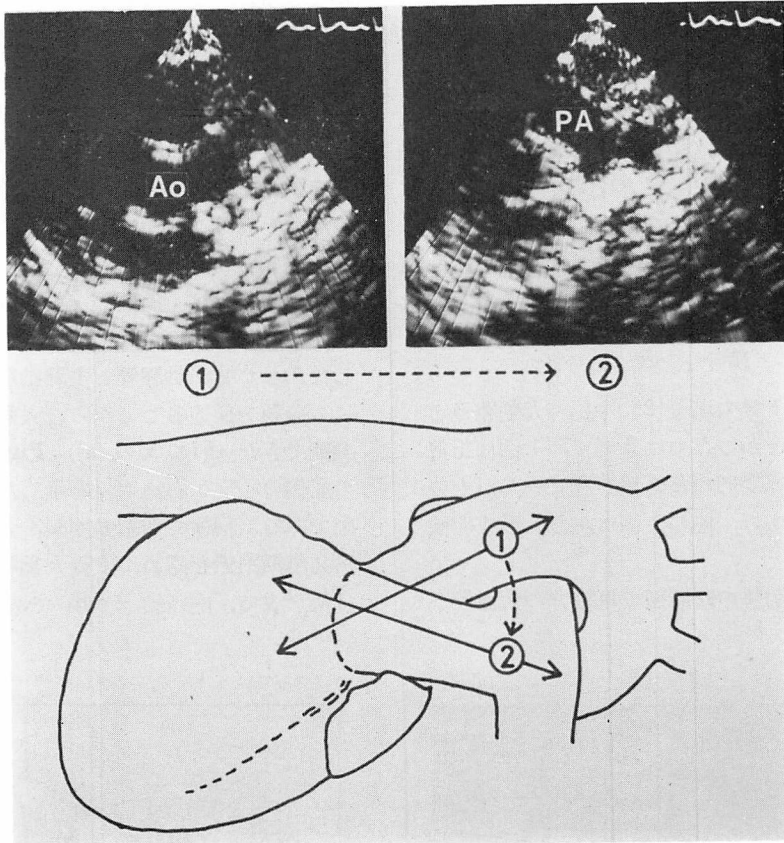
Two-dimensional echocardiograms of the aorta and pulmonary artery at their origins from the same case of Fig. 2.
